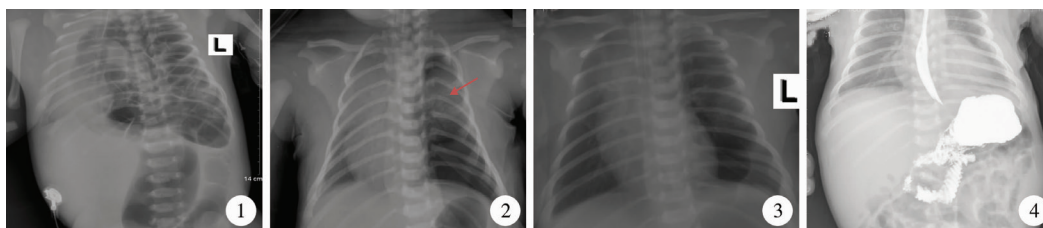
重症先天性膈疝术前X线片 图2 重症先天性膈疝术后第1天X线片,提示左肺发育不良呈胚芽状 图3 重症先天性膈疝术后第5天X线片,提示左肺逐渐膨起 图4 重症先天性膈疝术后1个月X线片,提示纵膈居中,左肺膨起
